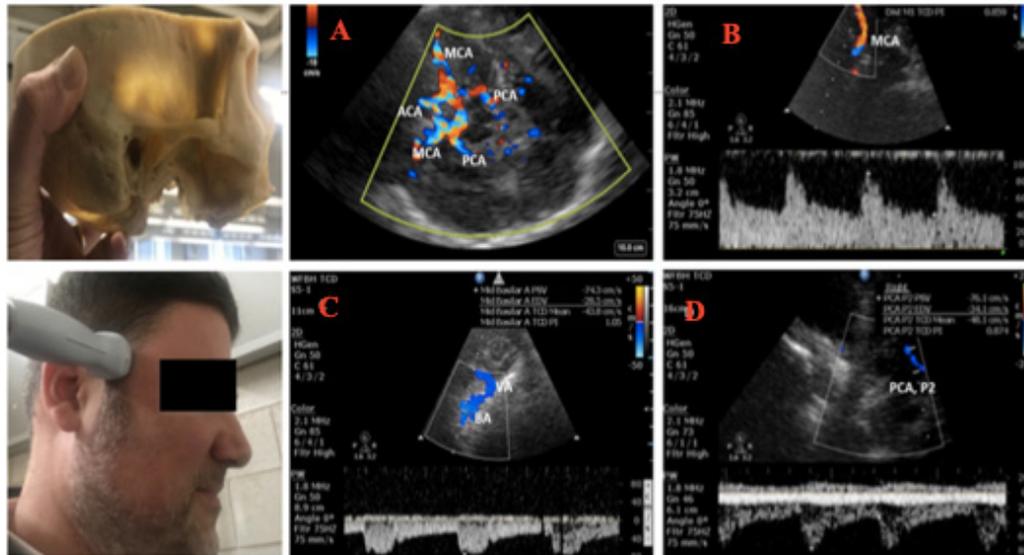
Ultrasonido cerebral A, B, D. Imágenes obtenidas utilizando una sonda de matriz en fase colocada sobre la ventana temporal. Las ventanas temporales se utilizan para la insonación de la arteria cerebral media, anterior y posterior. C. Se puede realizar ventana suboccipital para la insonación de la arteria Basilar y Vertebral. Extraído de Robba C. et al; European Society of Intensive Care Medicine task force for critical care ultrasonography. Basic ultrasound head-to-toe skills for intensivists in the general and neuro intensive care unit population: consensus and expert recommendations of the European Society of Intensive Care Medicine. Intensive Care Med. 2021 Dec;47(12):1347-1367. doi: 10.1007/s00134-021-06486-z
